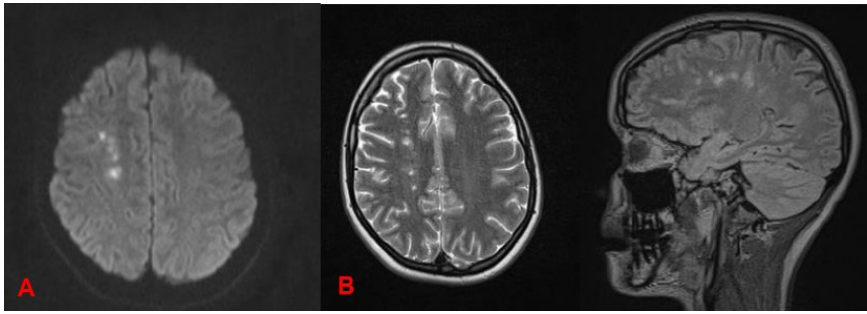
RMN cerebral: A. Lesiones agudas en secuencia T2 potenciado en difusión. B. Lesiones agudas y crónicas en secuencia T2
